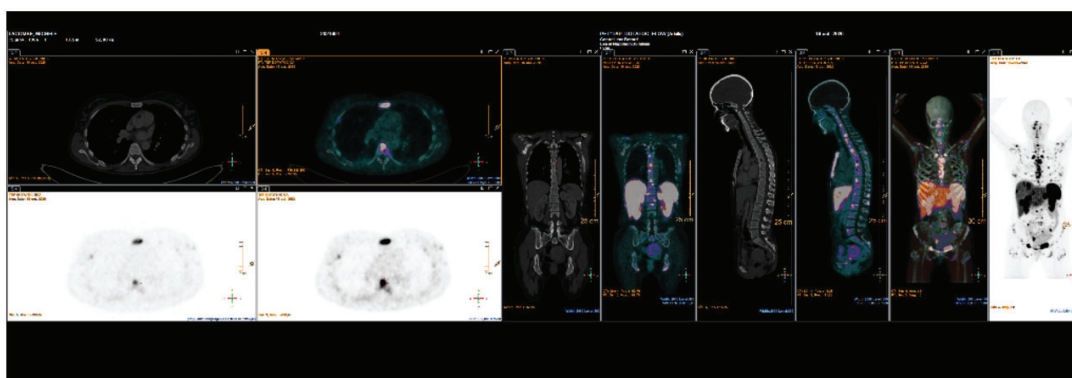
Image obtenue à l'aide du SPECT-CT
